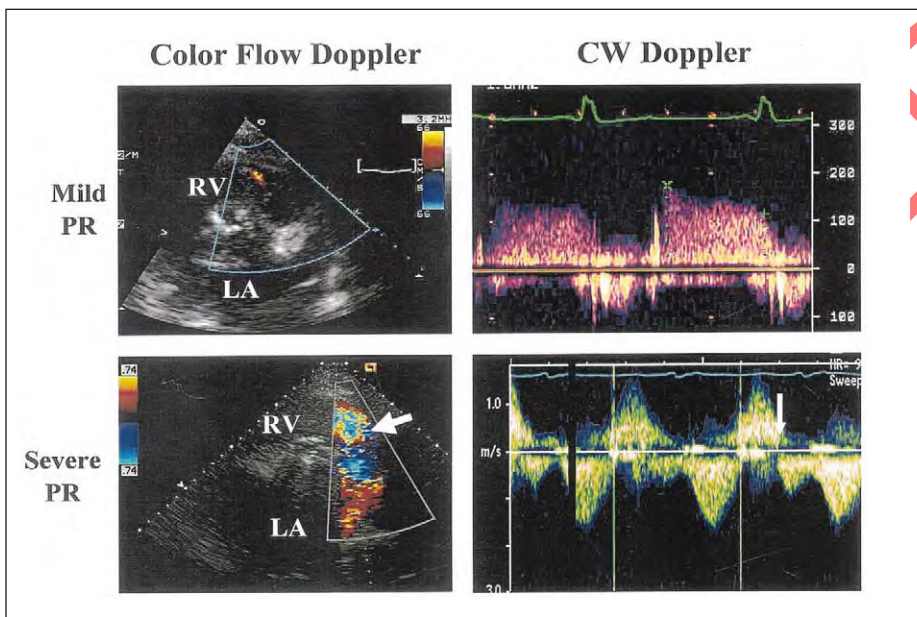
Vues en Doppler couleur et par Doppler continu (DC) dans un cas d'insuffisance pulmonaire légère et sévère (IP). Le cas d'IP légère montre un jet central étroit dans la chambre de chasse du ventricule droit. L'enregistrement par DC montre un taux de décélération lent de la vélocité de l'IP. Comparé à l'IP légère, le cas d'IP sévère a un jet large en Doppler couleur (flèche). Le DC montre un taux de décélération rapide de la vélocité de l'IP avec une fin rapide du flux pulmonaire. OG oreillette gauche, VD ventricule droit.
